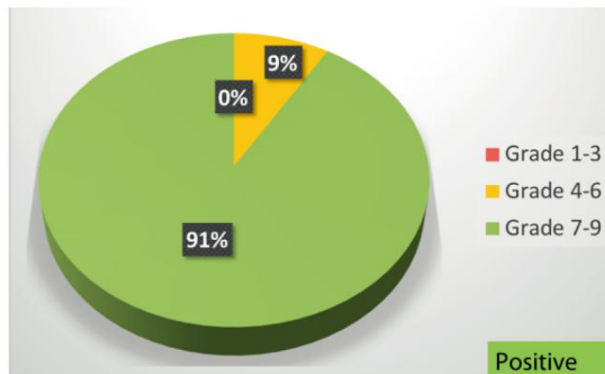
德尔菲法: 有必要对在二级医疗经过适当的药物或手术治疗后失败伴有持续性症状且内镜检查粘膜异常的 CRS 进行鼻窦 CT 检查么?
